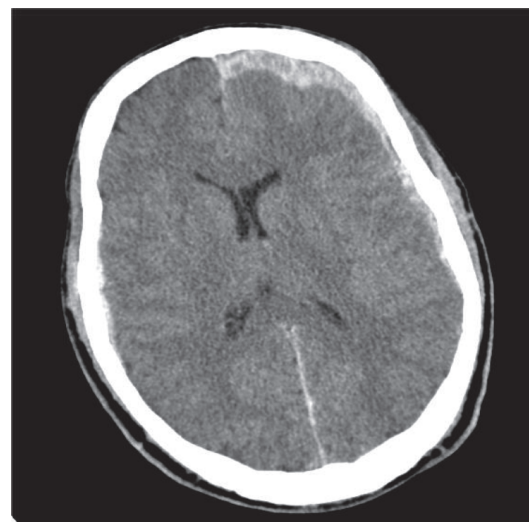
Пациент О., 29 лет. КТ- головного мозга при поступлении (через 2 часа после получения травмы)
